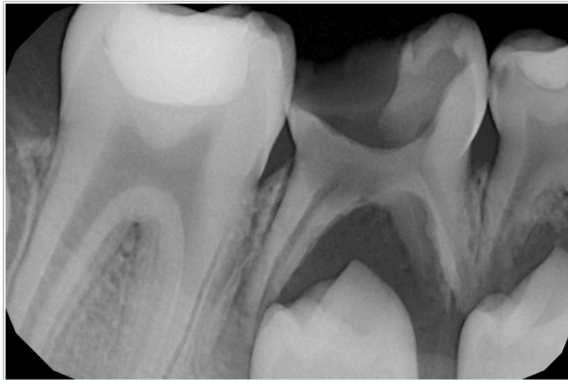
Radiografía periapical de cuarto cuadrante Noviembre 2016.
